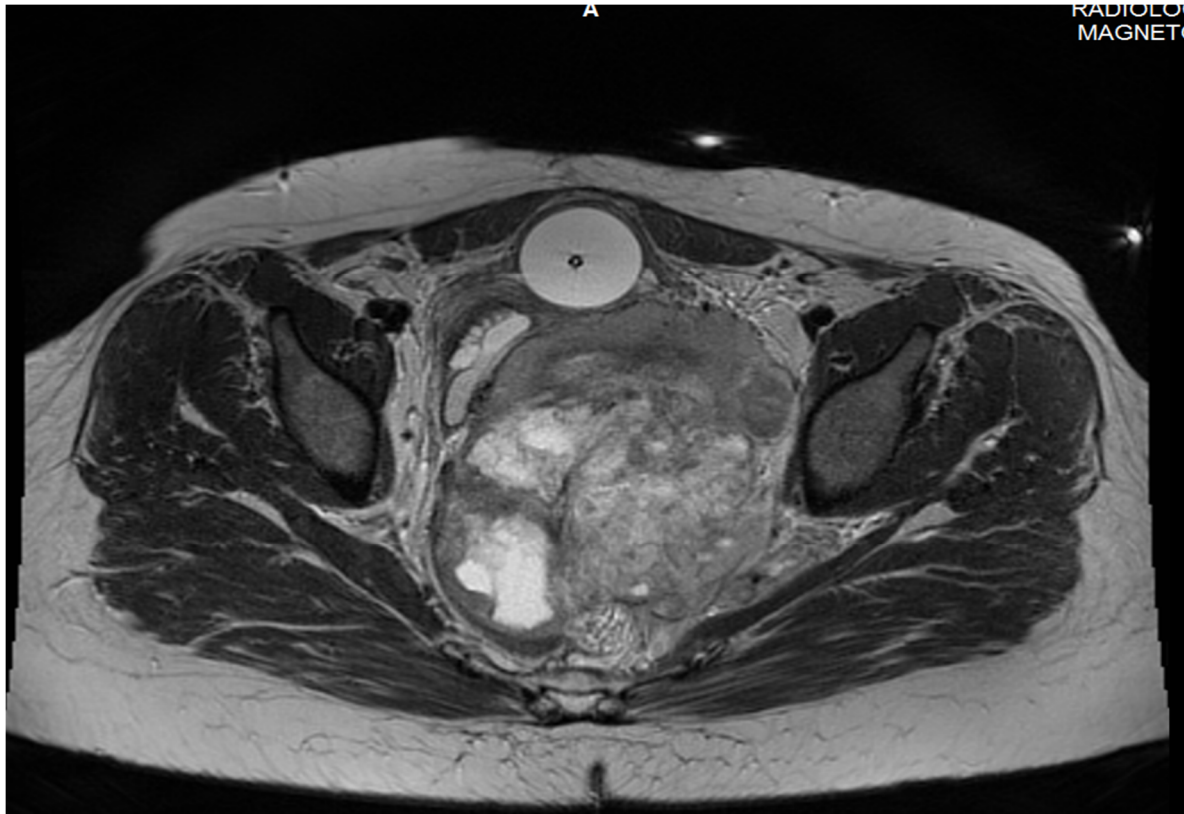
IRM , volumineuse masse retro-utérine d'allure nécrosée et bien circonscrite cas 31
